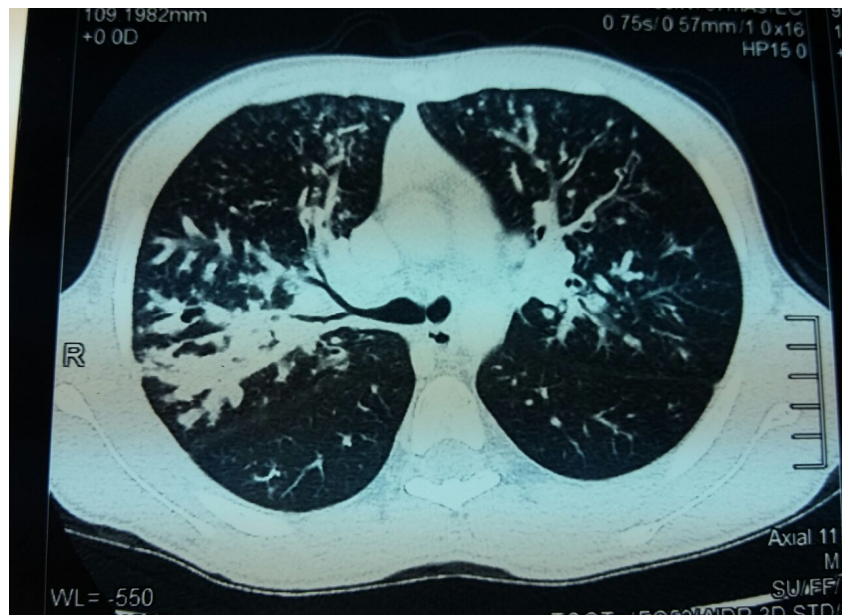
TDM thoracique en coupe axiale: *dilatations de bronches diffuses*
